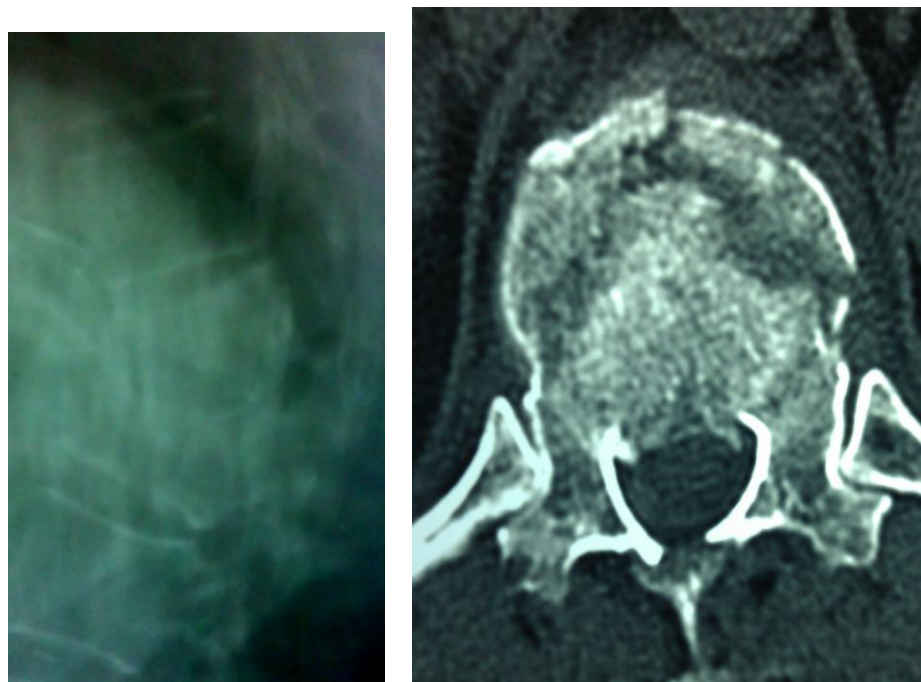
Больная П., 50 лет, история болезни № 80758 фотоотпечатки с рентгенограммы груднопоясничного отдела позвоночника и спиральной компьютерной томографии при поступлении: компрессионно-оскольчатый перелом Th12 и L1 позвонков. Перелом остистых отростков, дужек Th12, L1 позвонков, перелома поперечного отростка Th 11 позвонка слева, L2 позвонка справа.
